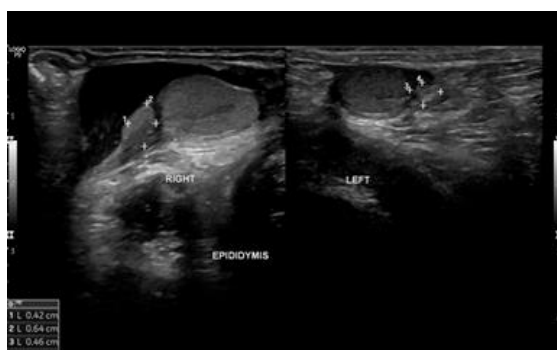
Tampakn USG epididimis dextra dan sinistra. Tampak area anechoic mengisi plexus pampiniformis dextra, namun tidak pada sinistra.
